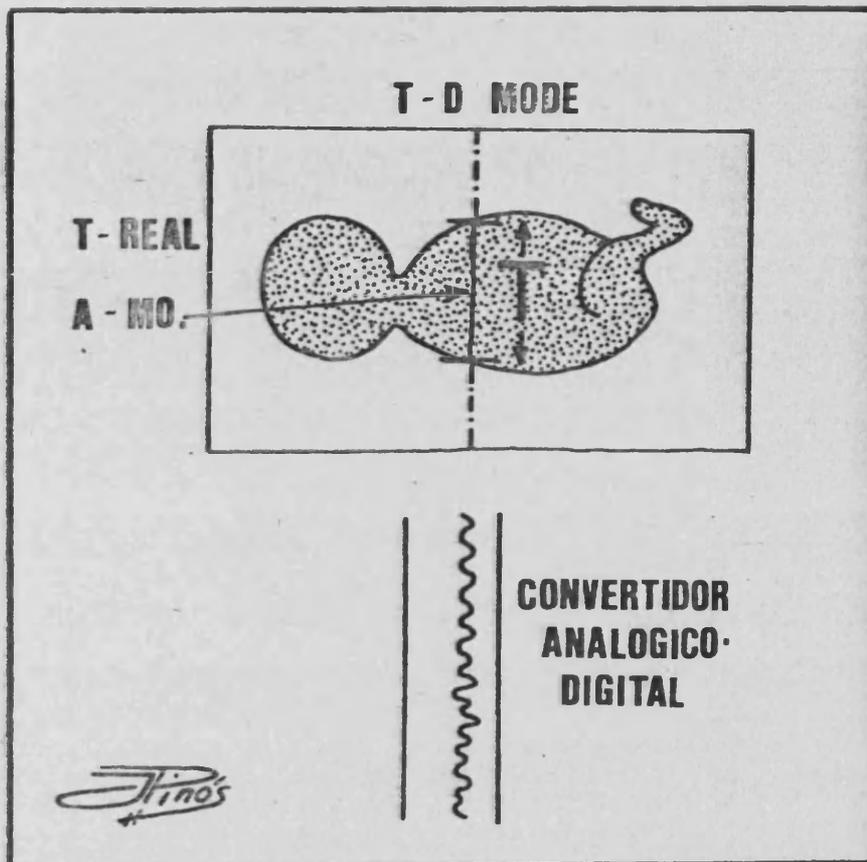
Métodos de registro de los movimientos respiratorios fetales . Este sistema llamado TD-mode (time-distance) combina en una pantalla osciloscópica un sistema doble ultrasónico : De tiempo-real y/o Doppler y/o A-mode . El tiempo-real nos dará la imagen bidimensional , y el Doppler , o más especialmente el A-mode , nos permitirán seleccionar un solo haz ultrasónico que situaremos en la pared torácica fetal. En este haz y mediante un selector , puede eliminarse el registro de la onda ultrasónica sobrante (es decir , desde que entra en pared uterina hasta la pared torácica anterior , y a partir de la salida del haz ultrasónico de la pared torácica posterior) . Tendremos pues seleccionado un haz ultrasónico que medirá el tiempo que pasa desde que el haz entra en la pared anterior del tórax fetal hasta que sale , así como las variaciones expansivas que ésta sufrirá en la inspiración y en la espiración . Un convertidor analógico-digital convertirá la fracción de milisegundos entre la entrada y salida del haz ultrasónico en un dato digital que equivale exactamente a los movimientos de la pared torácica . De esta forma tenemos valorados cuantitativamente los movimientos respiratorios fetales .
